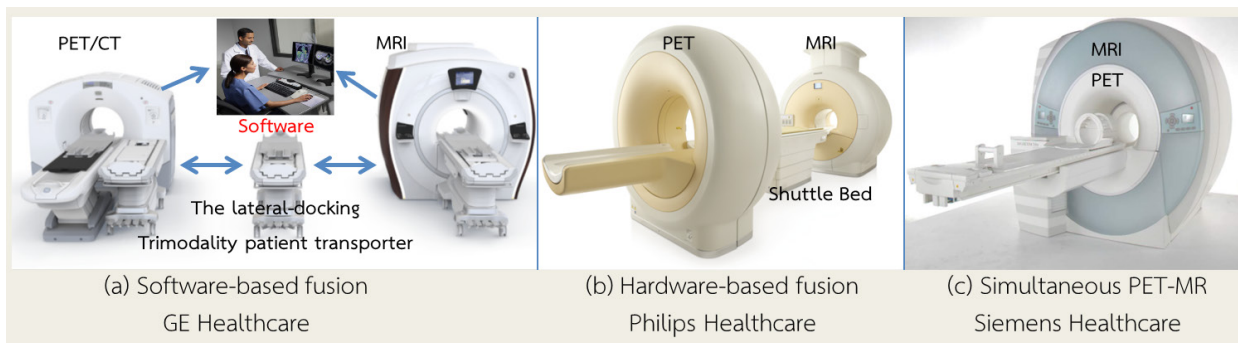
PET-MR systems; (a) software-based fusion²⁰, (b) hardware-based fusion²¹ and (c) fully integrated system.¹⁸
